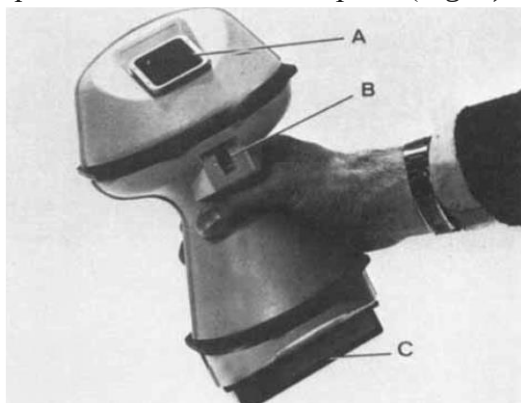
“Cardioscopio” portátil que muestra la pantalla pequeña (A), el interruptor al nivel del pulgar, que controla la función apagada/prendido y la ganancia semiautomática sensible al tiempo (B), y el transductor de matriz lineal (C). (Roelandt J, Bom K, Hugenholtz PG. The ultrasound cardioscope: a hand-held scanner for real-time cardiac imaging. *J Clin Ultrasound*. 1980 Jun;8(3):221-5. doi: 10.1002/jcu.1870080307.)
